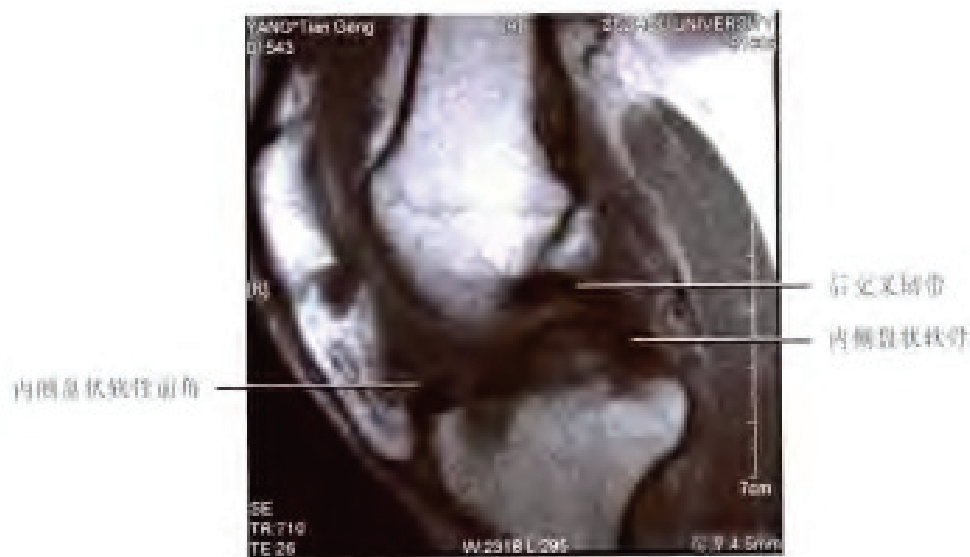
病例 19 MRI 图像（矢状面）
